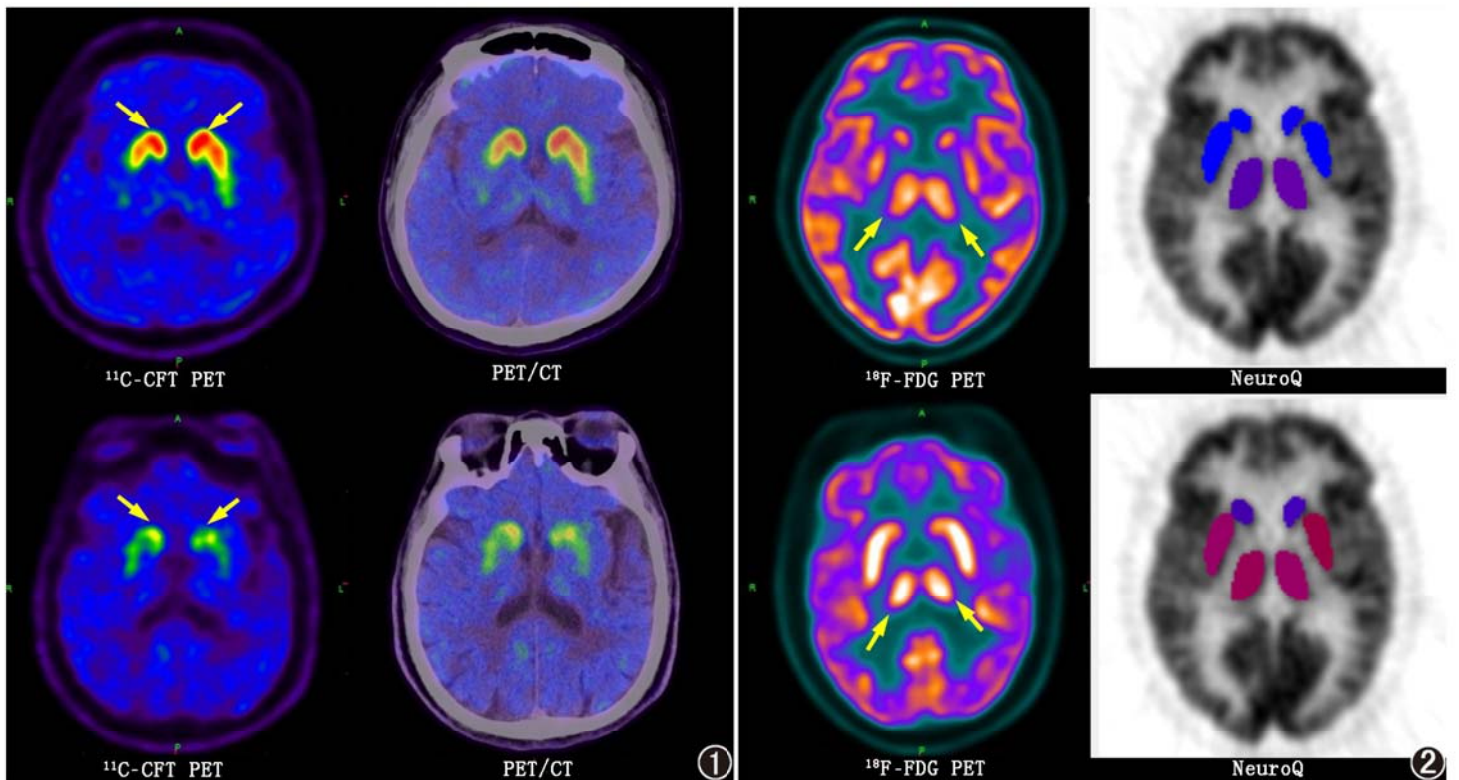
震颤组帕金森病(PD)患者(男,35 岁;上排)与非震颤组 PD 患者(男,64 岁;下排) ^{11}C -2 β -甲氧甲酰-3 β -(4-氟苯基)托烷(CFT) PET/CT 显像图。震颤组患者右侧和左侧尾状核(箭头示)摄取值分别为 3.57 和 3.88,非震颤组患者右侧和左侧尾状核(箭头示)摄取值分别为 2.09 和 2.02,震颤组患者摄取明显高于非震颤组患者 图 2 震颤组 PD 患者(男,42 岁;上排)与非震颤组 PD 患者(女,70 岁;下排) ^{18}F -脱氧葡萄糖(FDG) PET/CT 显像及 NeuroQ 软件分析图(红色示摄取值增高程度大,蓝色示增高程度小)。震颤组患者右侧和左侧丘脑(箭头示)摄取值分别为 1.11 和 1.15,非震颤组患者右侧和左侧丘脑(箭头示)摄取值分别为 1.21 和 1.23,非震颤组患者摄取明显高于震颤组患者
